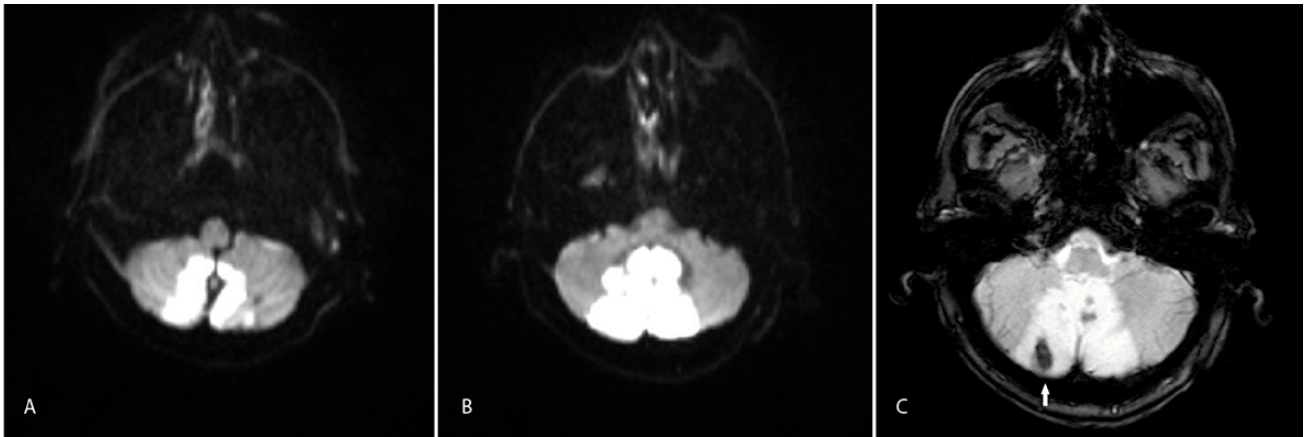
IRM de cerebro. A, B. secuencias de difusión en la que se observa restricción tisular por lesión isquémica aguda en ambos hemisferios cerebelosos. C. secuencia gradiente eco, se aprecia leve conversión hemorrágica en hemisferio cerebeloso derecho (flecha blanca).
